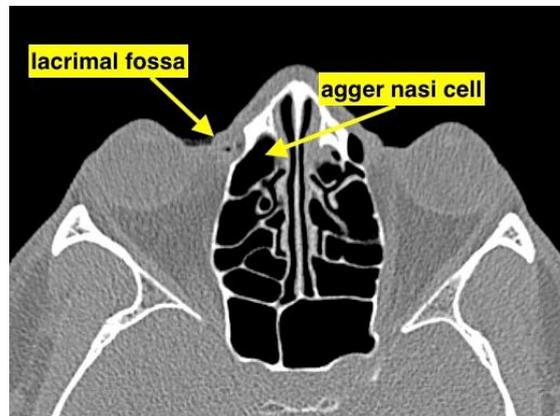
TAC corte axial mostrando las relaciones anatómicas entre la fosa lagrimal y la celda de agger nasi
